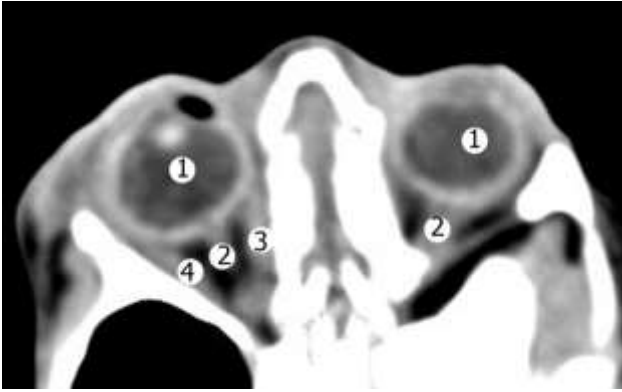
Рентгенівська комп'ютерна томограма плода 325,0 мм ТКД. Аксиальний зріз. Зб. 2
